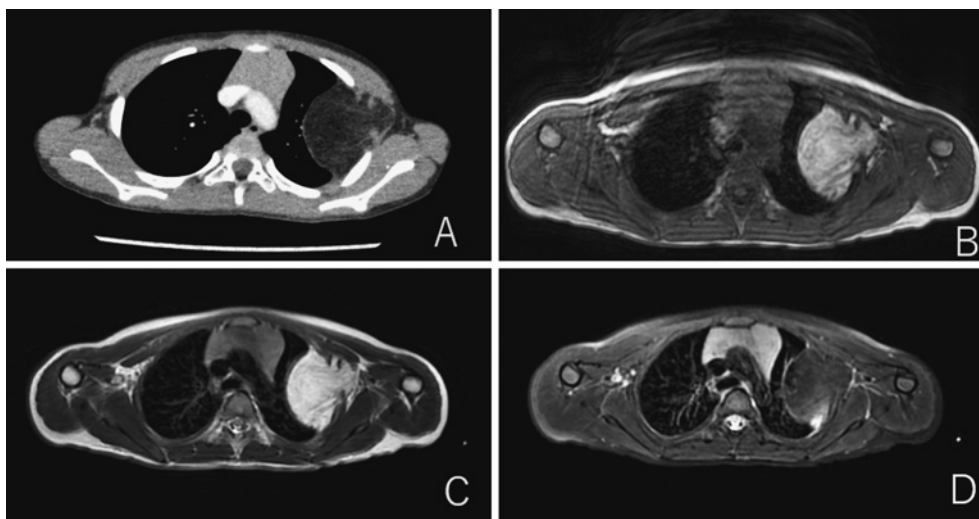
胸部CT造影MRI検査画像 (A: CT画像 B: T1強調 C: T2強調 D: 脂肪抑制T2強調像)
